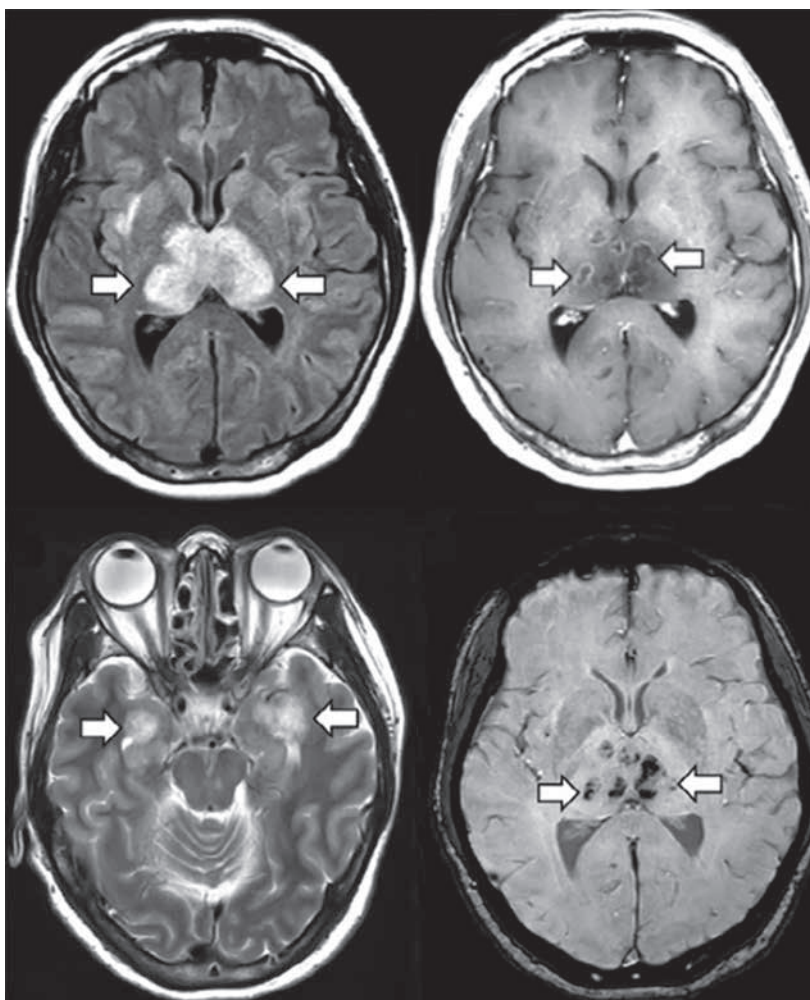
Острая некротизирующая энцефалопатия у пациентки с подтвержденным COVID-19 по данным магнитно-резонансной томографии
